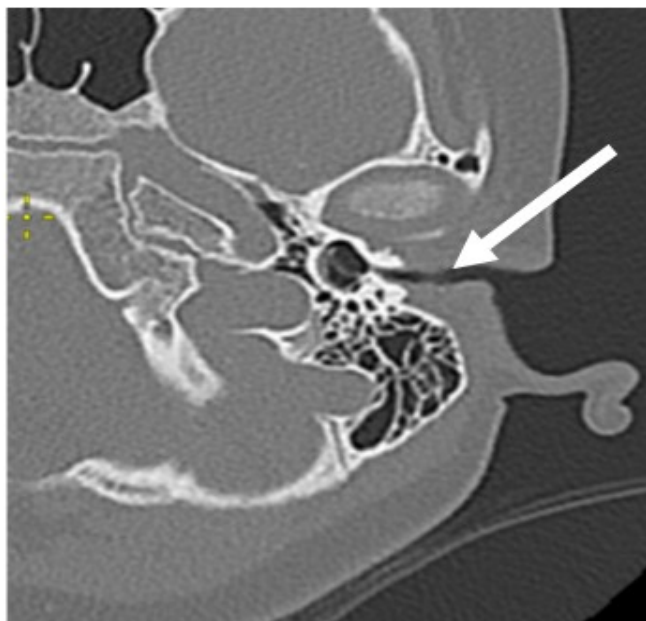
Левое ухо. МСКТ височных костей в аксиальной проекции. Врожденный стеноз наружного слухового прохода (отмечено стрелкой). Диаметр наружного слухового прохода 2 мм
